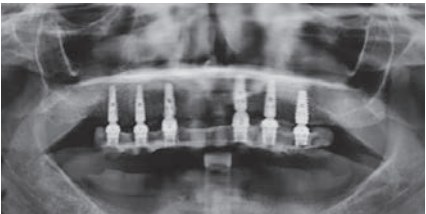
Ortopantomografia digitale di controllo.
